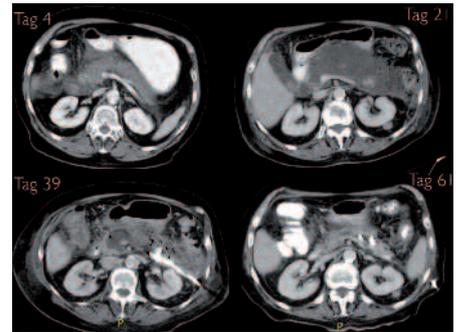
CT-Verlauf der Ausheilung der WOPN mittels endoskopischer Nekrosectomie in Kombination mit einer retroperitonealen externen Drainage
